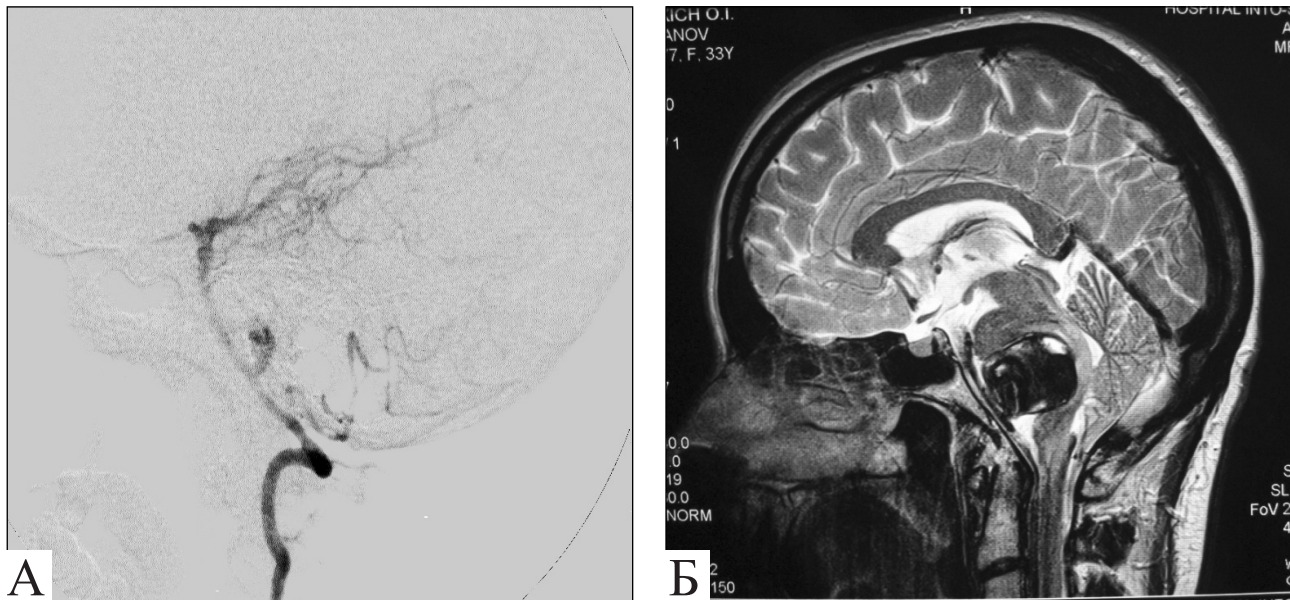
Хвора Ш., 33 роки. АА хребтової артерії (БЗЦ): А — ініціальна ЦАГ: візуалізація АА; Б — справжній розмір АА, за даними МРТ, становить близько 40 мм
